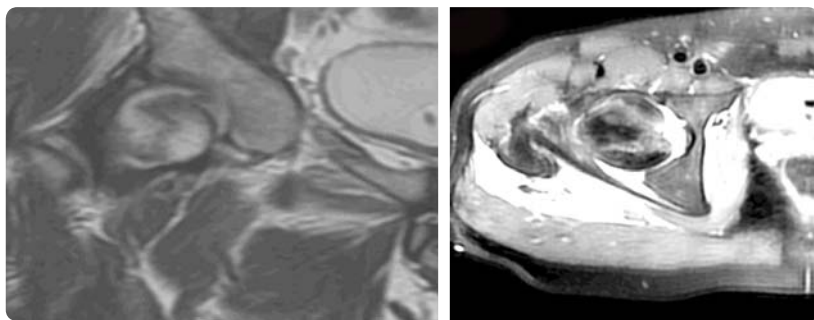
Магнітно-резонансна томографія таза при травмі кульшового суглоба
